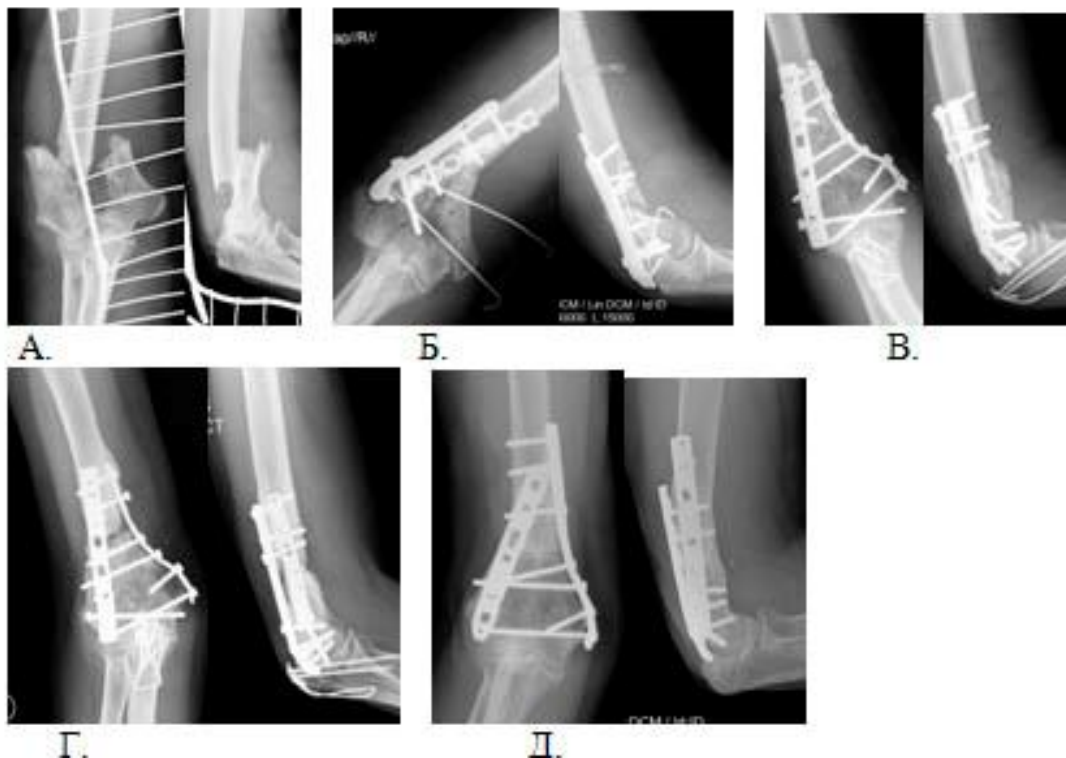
Рентгенограммы пациентки М. а) После травмы; б) На 4-е сутки после экстренной операции – вторичное смещение; в) После повторной операции; г) Несращение в срок 9 месяцев после повторной операции; д) Консолидация через 6 мес после 3-го оперативного вмешательства;
